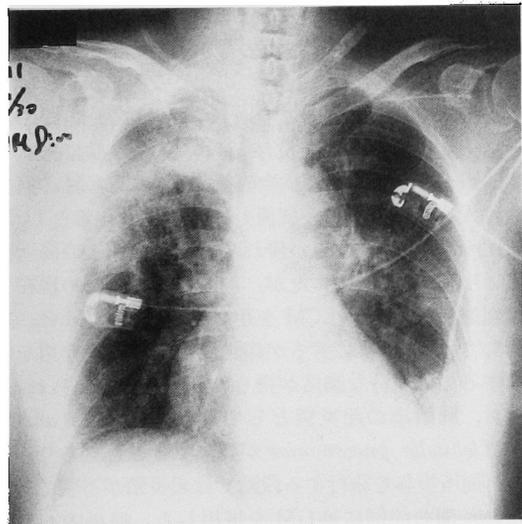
Chest X-ray film of case no. 2 on Nov. 29, 1989.
